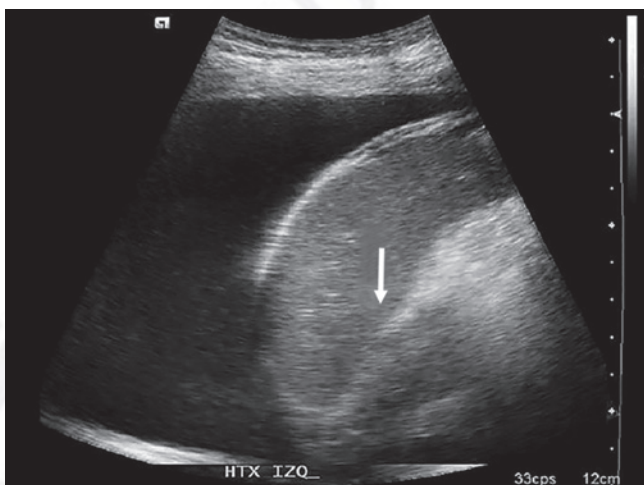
Ultrasonografía pulmonar con derrame pleural (flecha).
